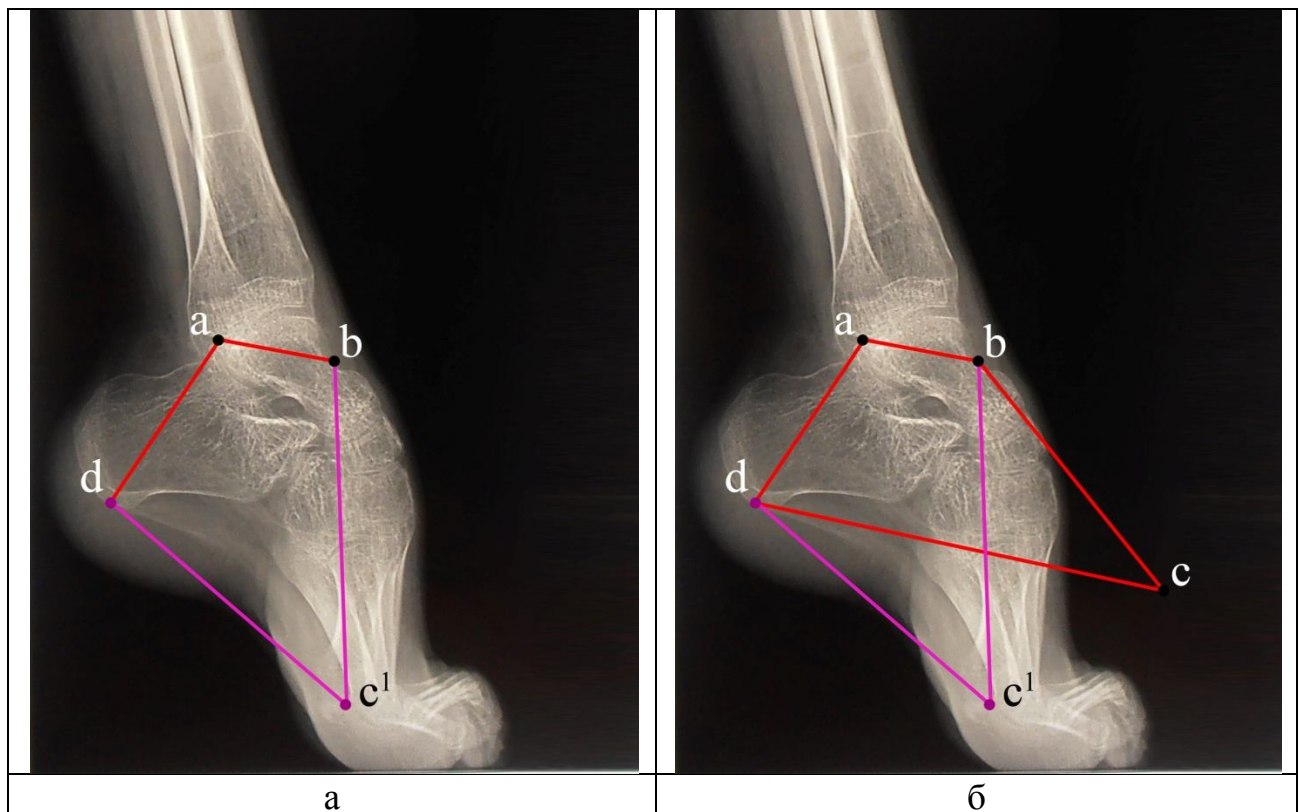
Анализ деформации с использованием «четырехугольника стопы»: а – рентгенограмма стопы в боковой проекции; б – построение «четырехугольника стопы» (фиолетовые линии) и сравнение ее с референтными значениями (красные линии). Пояснения в тексте
